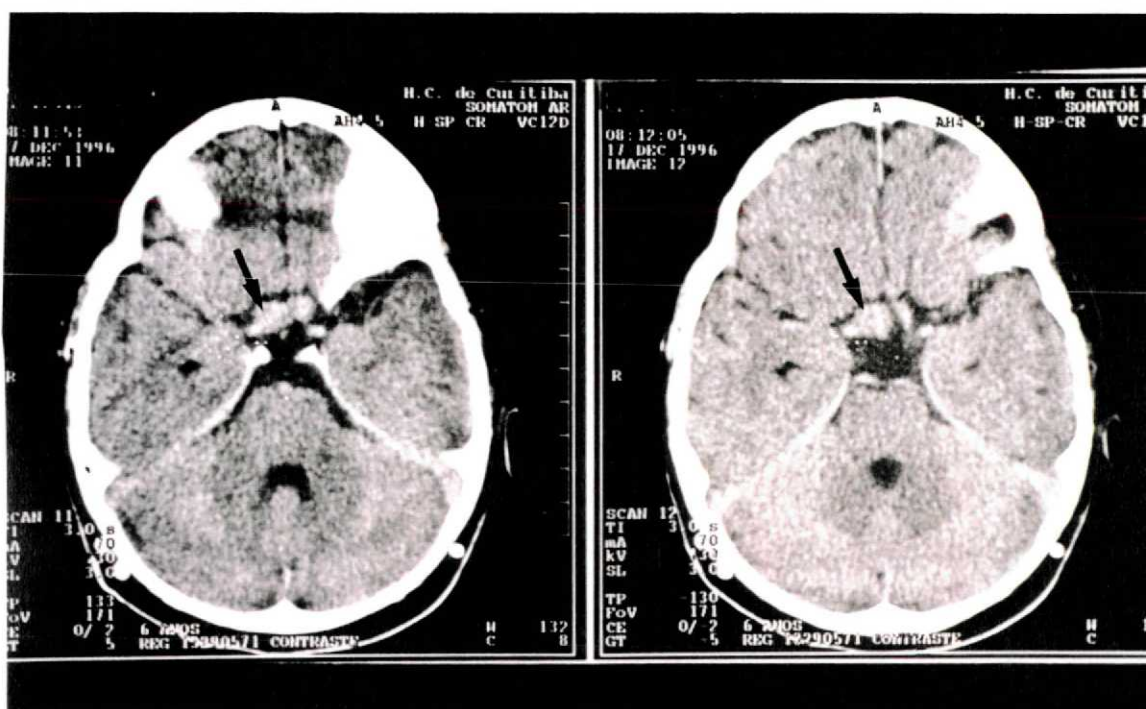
Exame de tomografia computadorizada do caso n.º 3, cortes axiais, mostrando o aspecto da lesão 2,5 anos após a intervenção cirúrgica (setas).
